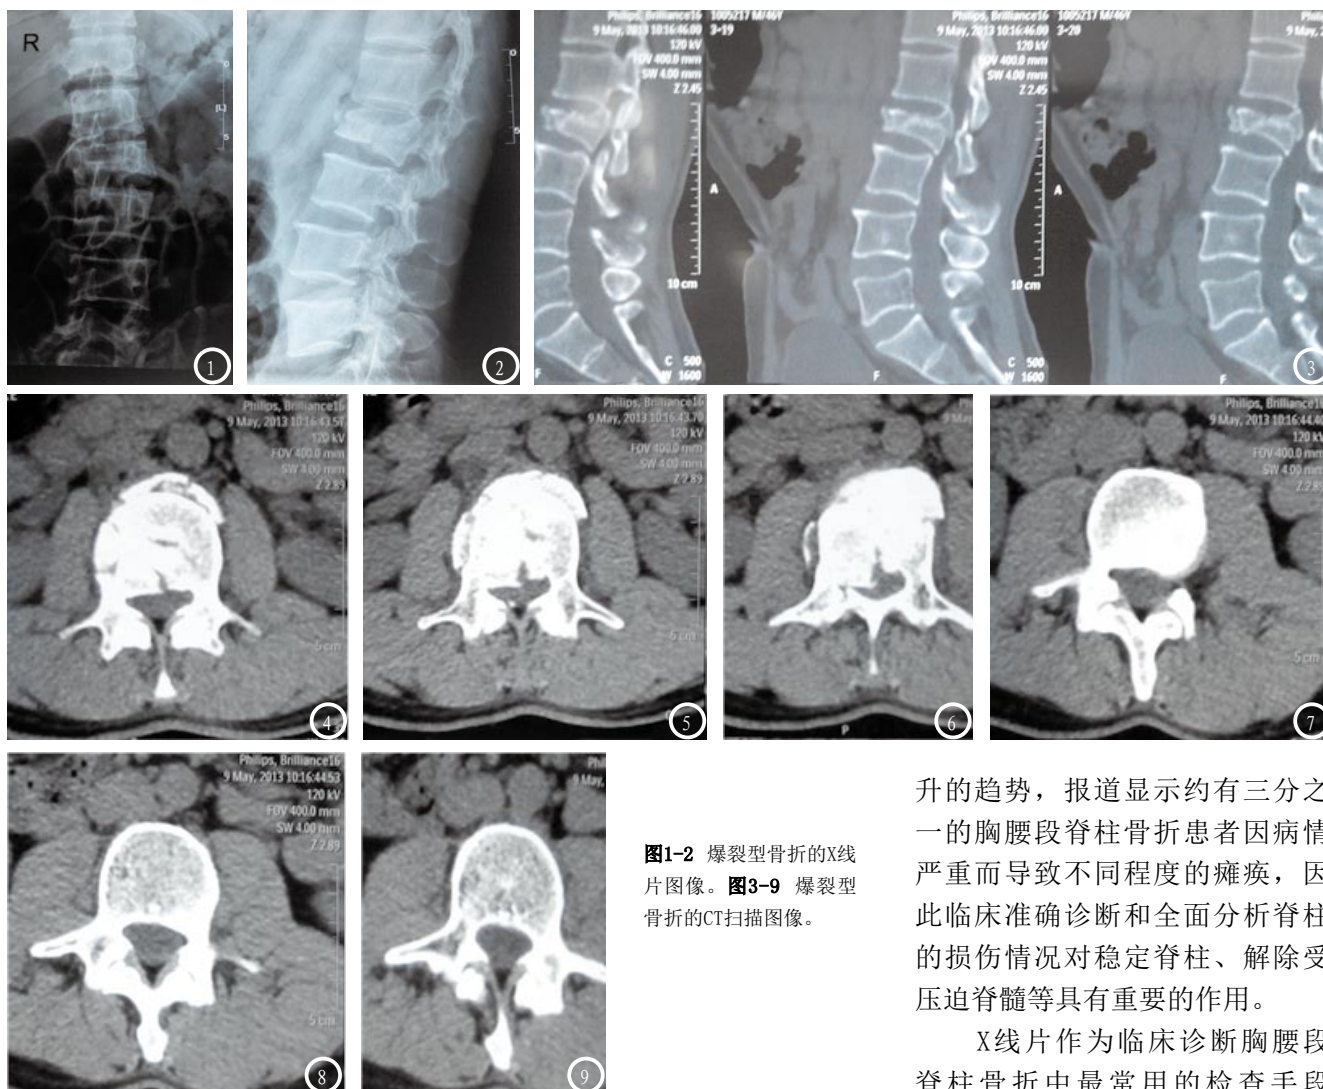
爆裂型骨折的X线片图像。图3-9 爆裂型骨折的CT扫描图像。
